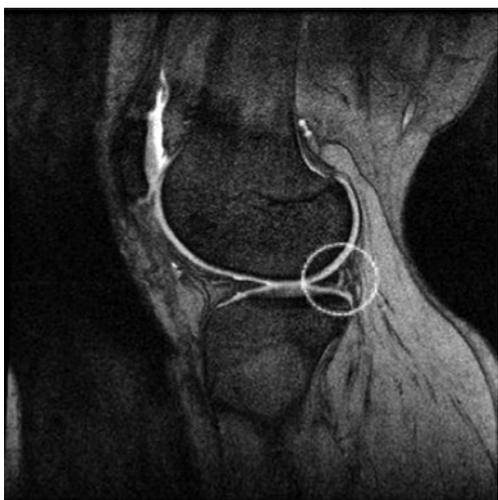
症例1, 17歳男子高校生. MRI T2強調矢状断画像.
